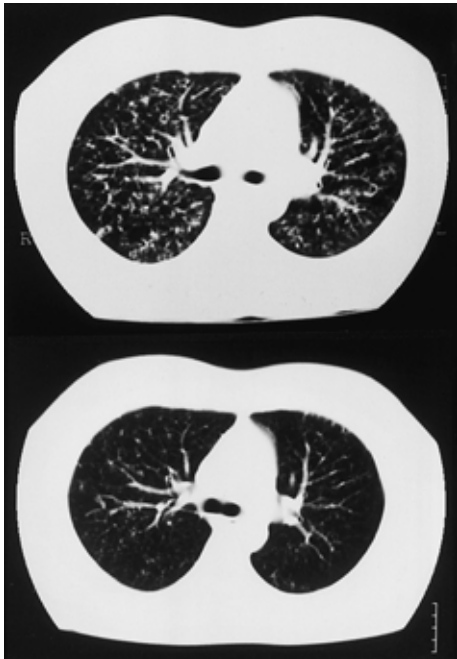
Chest CT taken 2 months after the onset of symptoms showing multiple cystic and nodular lesions( upper ). Chest CT taken 4 months after the onset of symptoms showing marked improvement of the lesions ( lower ).
